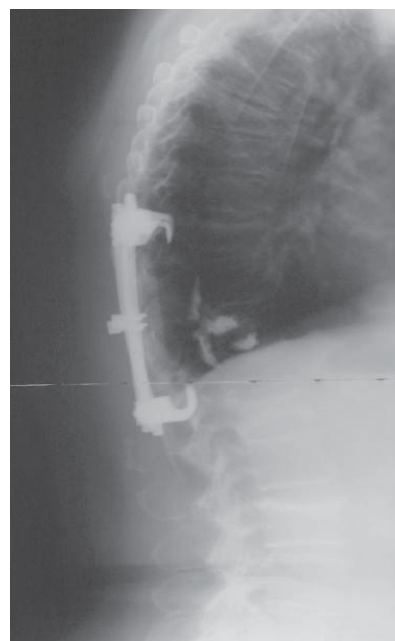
X-ray of the patient from fig.5 after surgical revision of the spinal canal, cement removal and posterior fusion
